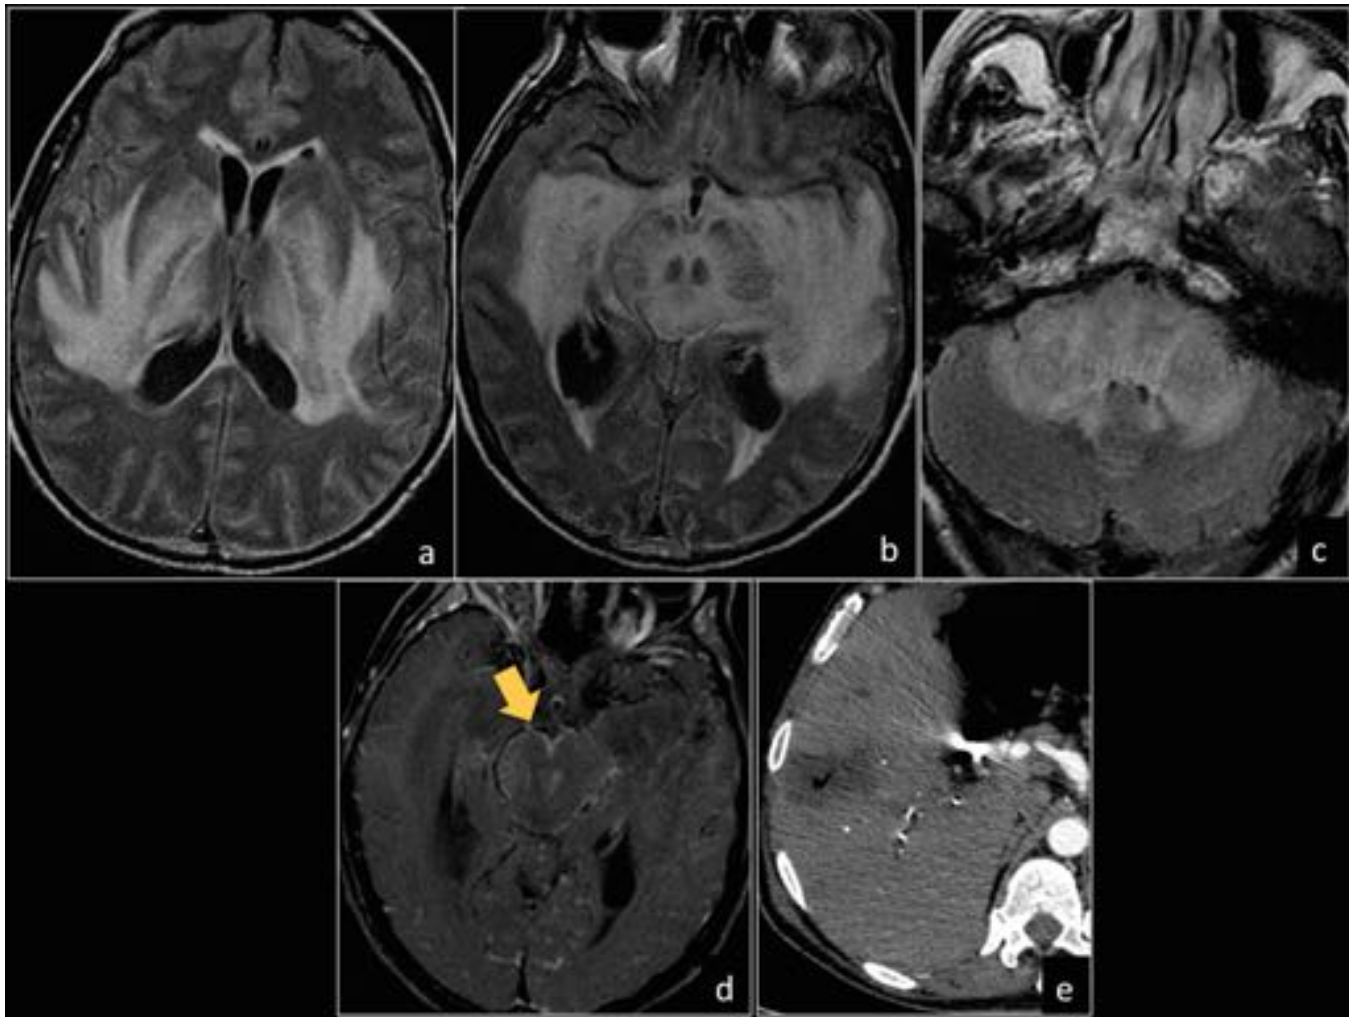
Paciente con Mieloma Múltiple y deterioro neurológico en el contexto de sepsis biliar. Se aprecia extensa lesión bilateral y simétrica hiperintensa en FLAIR (a,b y c) en coronas radiadas, lóbulos temporales, ganglios de la base, tronco encefálico y pedúnculos cerebelosos. En secuencias T1-supresión con CIV (d) se observa realce leptomeníngeo y cisternal (flecha), hallazgos compatibles con meningoencefalitis de probable origen bacteriano. En TC de abdomen (e) se visualiza absceso hepático.
